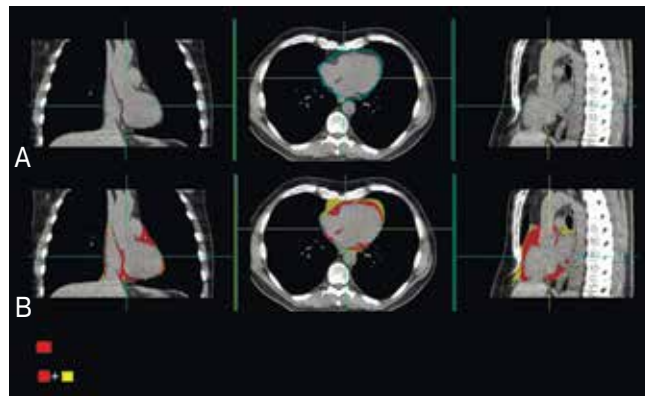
(А, В). КТ органов грудной клетки без контрастирования [29].
